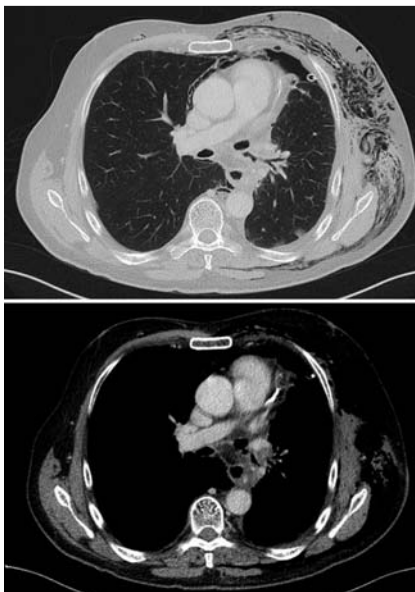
Computertomografie an Tag 8. Luftblase vor der insuffizienten Anastomose, die mit einem Thymuslappen gedeckt ist.
